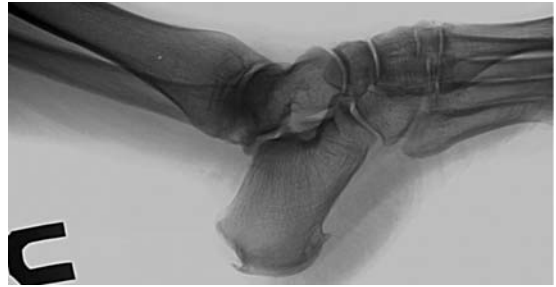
На рентгенограмме правой стопы в боковой проекции определяется пяточная и подошвенная «шпоры»
